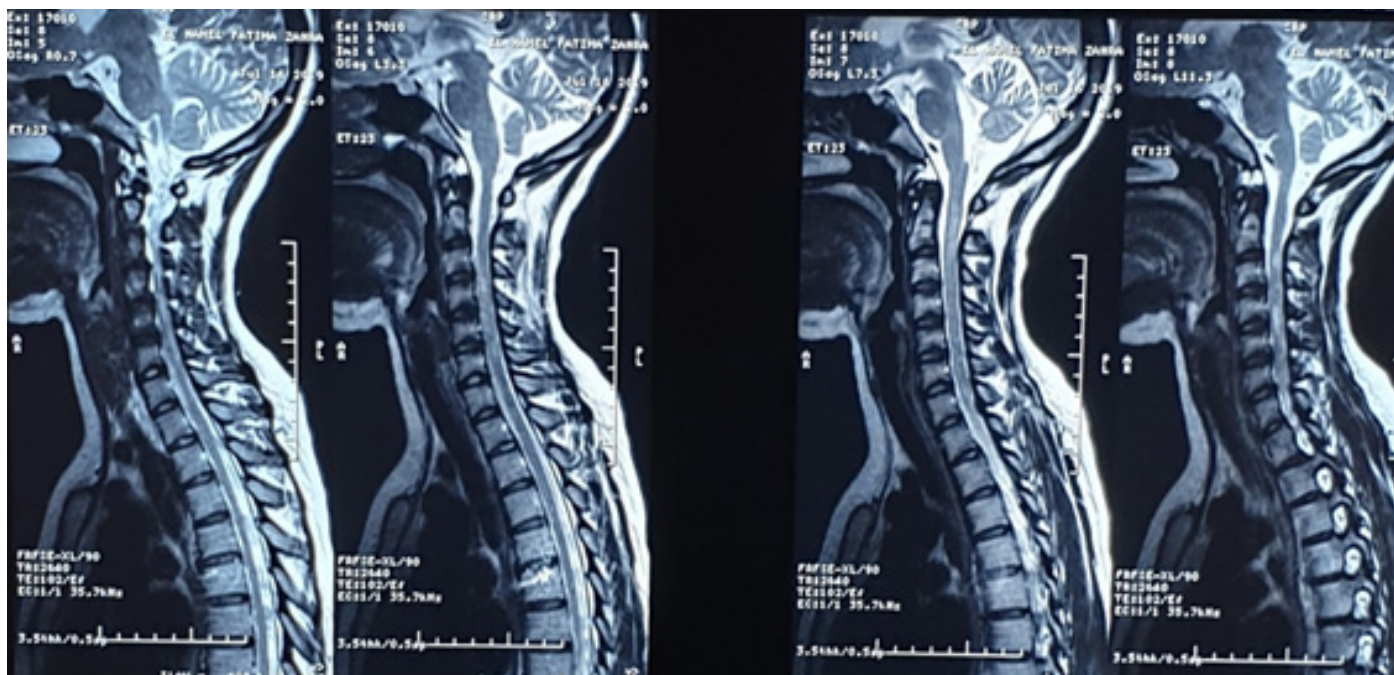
L'IRM cérébro-médullaire : séquence T1, T2 et T3 flaire objective des lésions démyélinisantes péri-ventriculaires et médullaires
